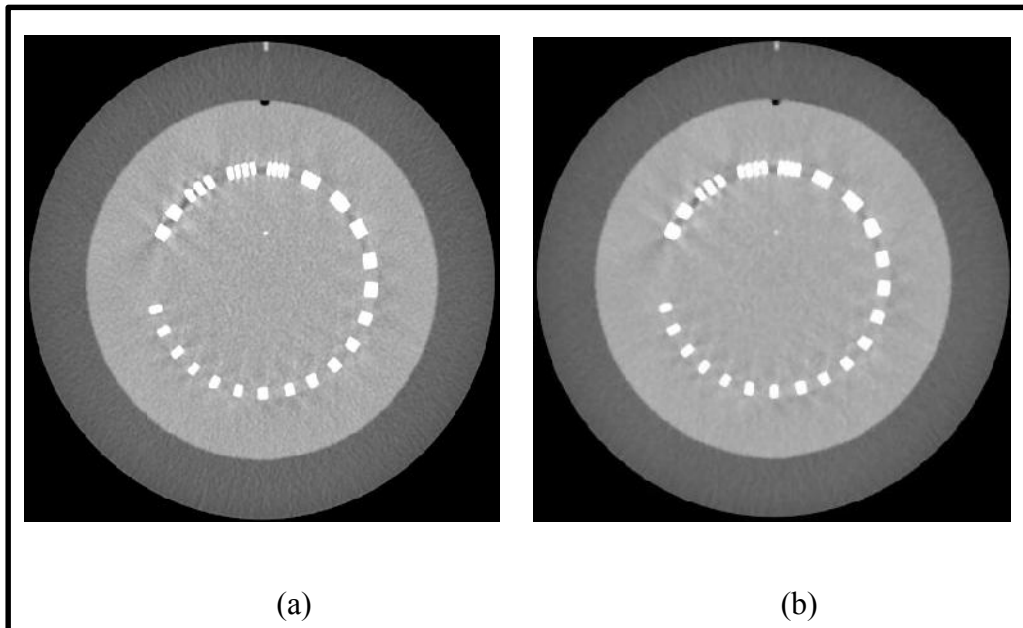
Potongan Citra *CT Scan* Fantom Kepala (a) Sebelum Difilter dan (b) Setelah Difilter
